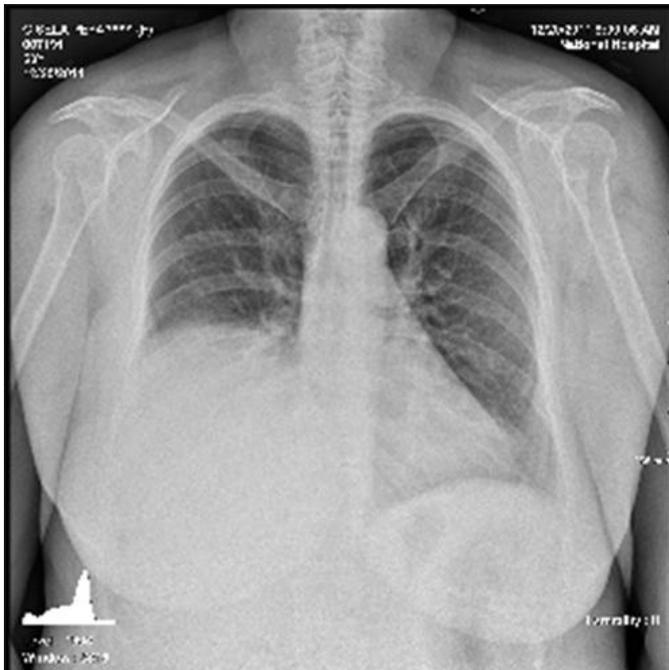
Imagen de radiografía de tórax simple vista posteroanterior de pie con radiopacidad homogénea de la base pulmonar derecha.
